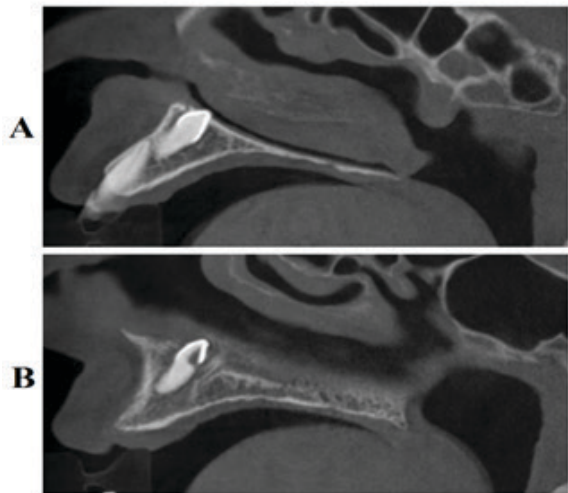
Sagittal CBCT sections of the patient A: Right mesiodens B: Left mesiodens perforating the base of nasal cavity.
